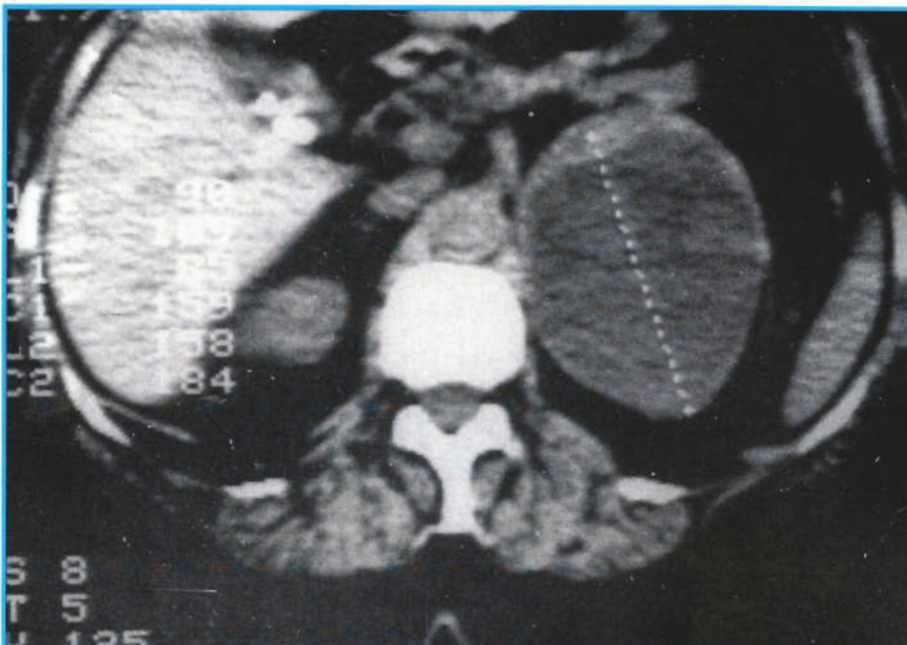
Computertomografischer Nachweis eines (postoperativ bestätigten) Phäochromozytoms der linken Nebenniere bei einer 52jährigen Patientin
